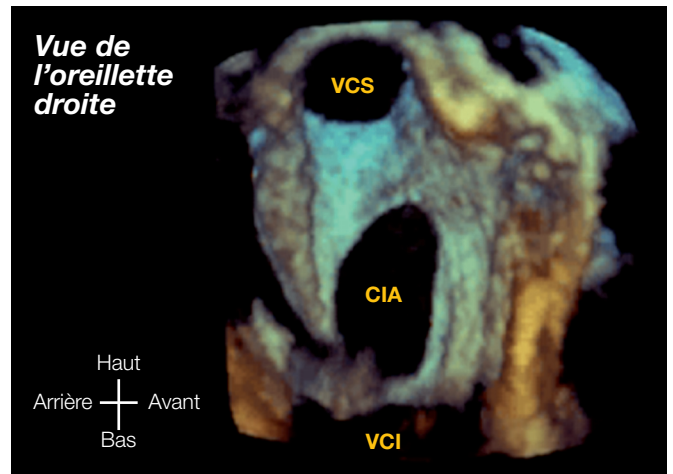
Échocardiographie 3D d'une communication interauriculaire *ostium secundum*. CIA = communication interauriculaire ; VCS = veine cave supérieure ; VCI = veine cave inférieure.
